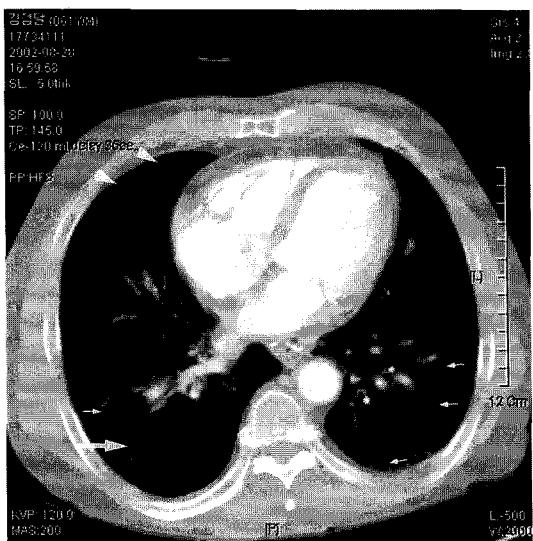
Follow-up the same slice of CT scan after two months shows improved primary cavitary lung cancer on right low lobe(large arrow) and some cavitary or cystic metastases(small arrows), but shows also new lesions of cavitary metastases(arrow heads).
